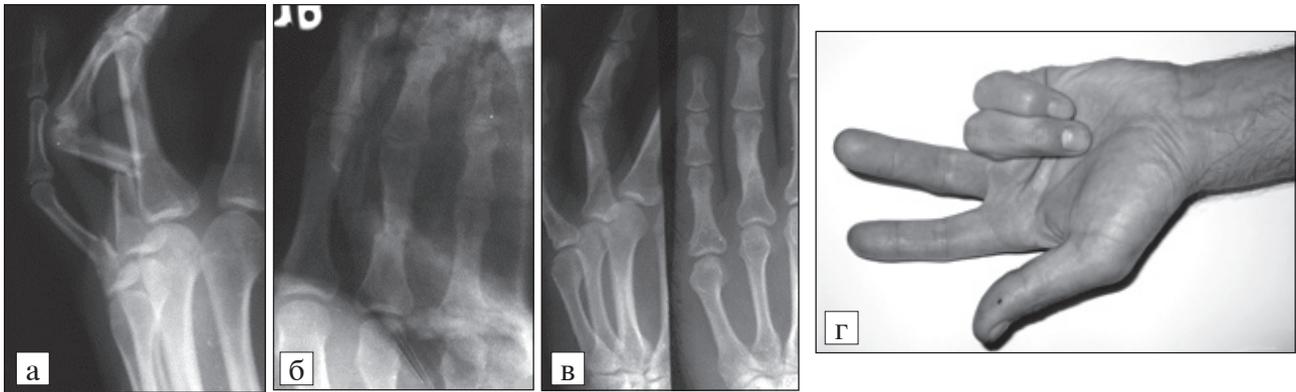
Рентгенограммы левой кисти больного П., 25 лет, с закрытым переломом диафиза основных фаланг IV и V пальцев с угловым смещением отломков. Закрытая репозиция и фиксация лонгетой в течение 28 дней. а — при поступлении; б — после репозиции перелома; в — через 2 года после лечения; г — функция пальцев кисти через 2 года после лечения (фото).
